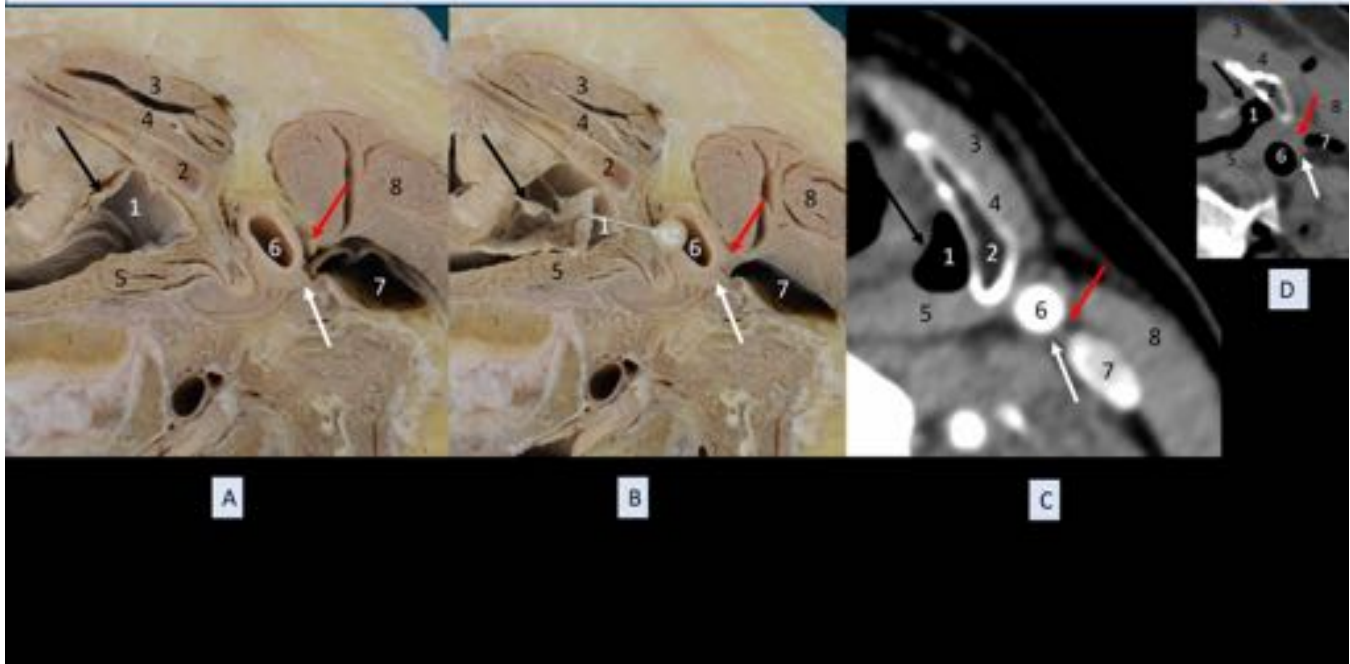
A) Pieza anatómica (detalle de la imagen previa). B) Imagen A con el seno piriforme cerrado. C) TC con contraste (sujeto vivo). D) TC de la pieza anatómica. Flecha negra: Nervio laríngeo recurrente. Flecha roja: Asa cervical (rama anterior). Flecha blanca: Nervio vago. 1: Seno piriforme. 2: Cartílago tiroideo. 3: Músculo esternohiideo. 4: Músculo tirohiideo. 5: Músculo constrictor inferior de la faringe. 6: Arteria carótida común. 7: Vena yugular interna. 8: Músculo esternocleidomastoideo.
